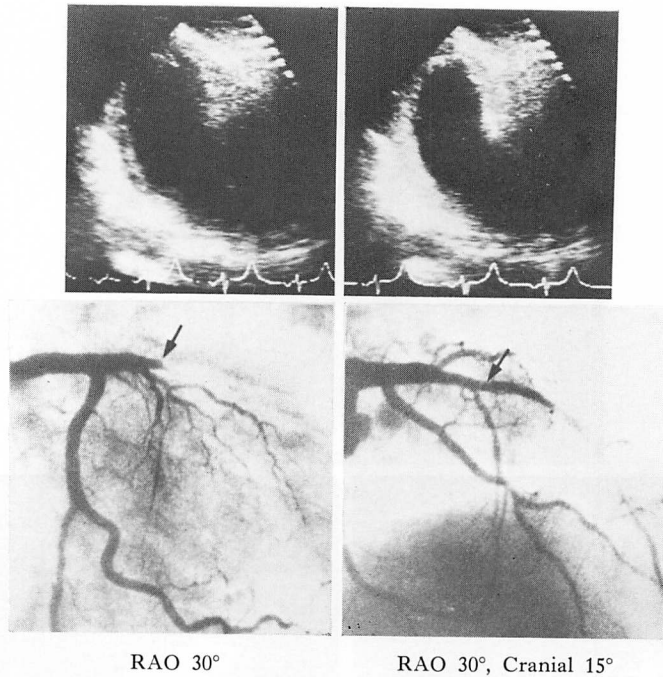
Coronary arteriograms and contrast echocardiograms before (left panels) and after (right panels) coronary reperfusion in a patient with acute anterior myocardial infarction (47-year-old man).
